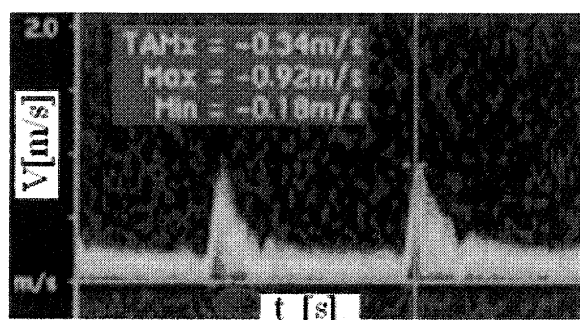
Blood flow wave A_0 based on carotid ultrasonography.
